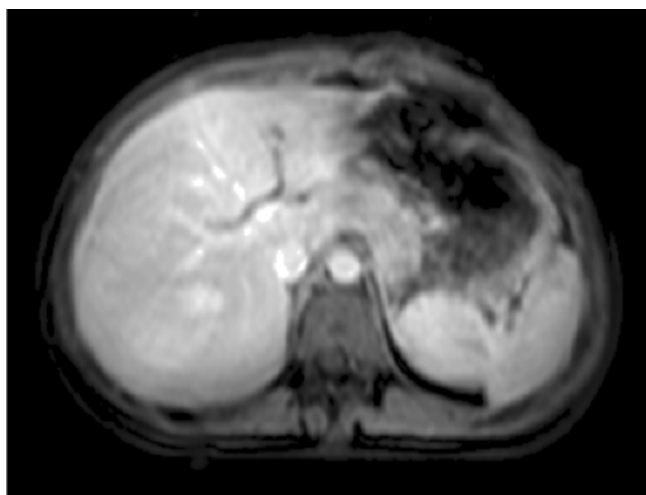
RMN corte axial de abdomen superior, donde se observa hígado a la derecha de morfología normal, bazo a la izquierda igualmente de morfología normal. Se confirma situs solitus abdominal.
